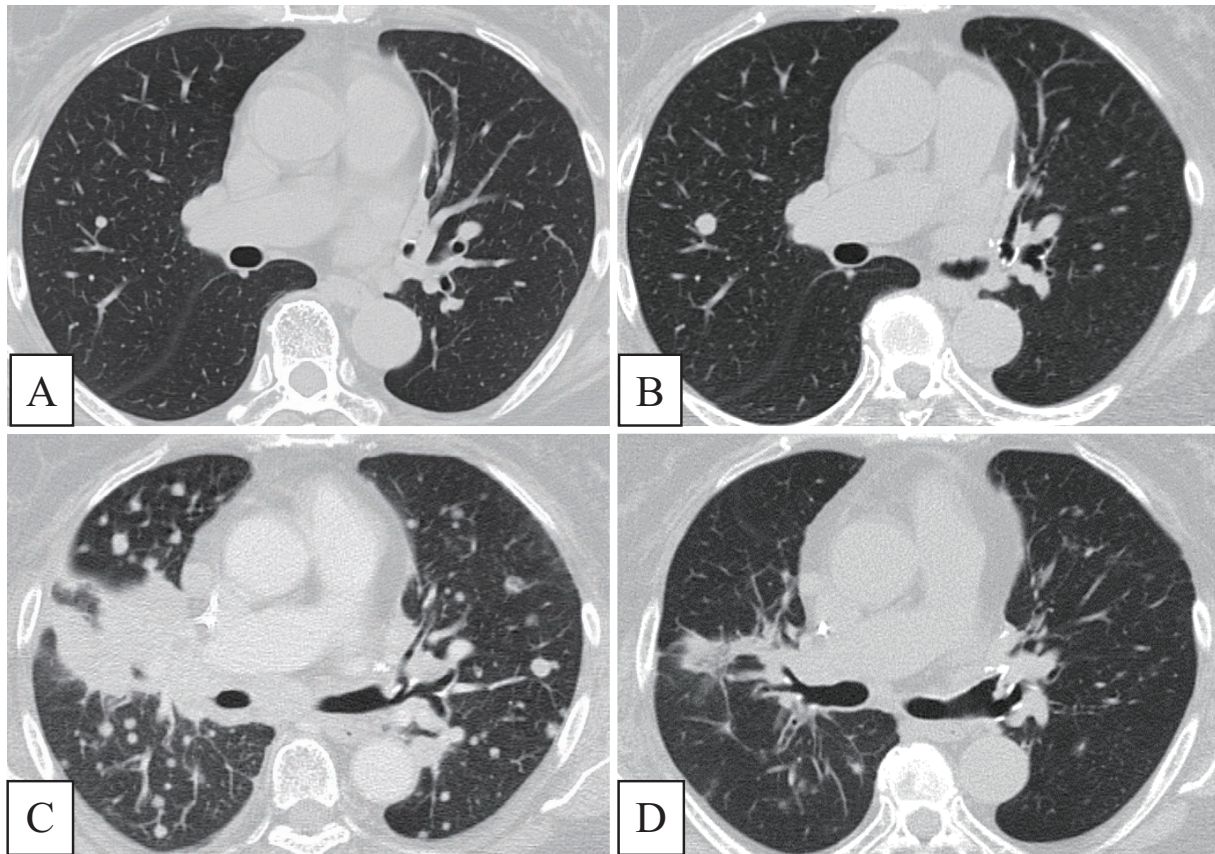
The sequential images of the patient. (A) Chest computed tomography (CT) at the time of recurrence shows a small nodule in the right upper lobe. (B) CT at 12 months after the initiation of erlotinib (3rd line) shows a small nodule growing in the right upper lobe. (C) CT just before genomic profiling shows metastases in both lungs. (D) CT of the patient after 6 weeks of afatinib administration shows a therapeutic response.
